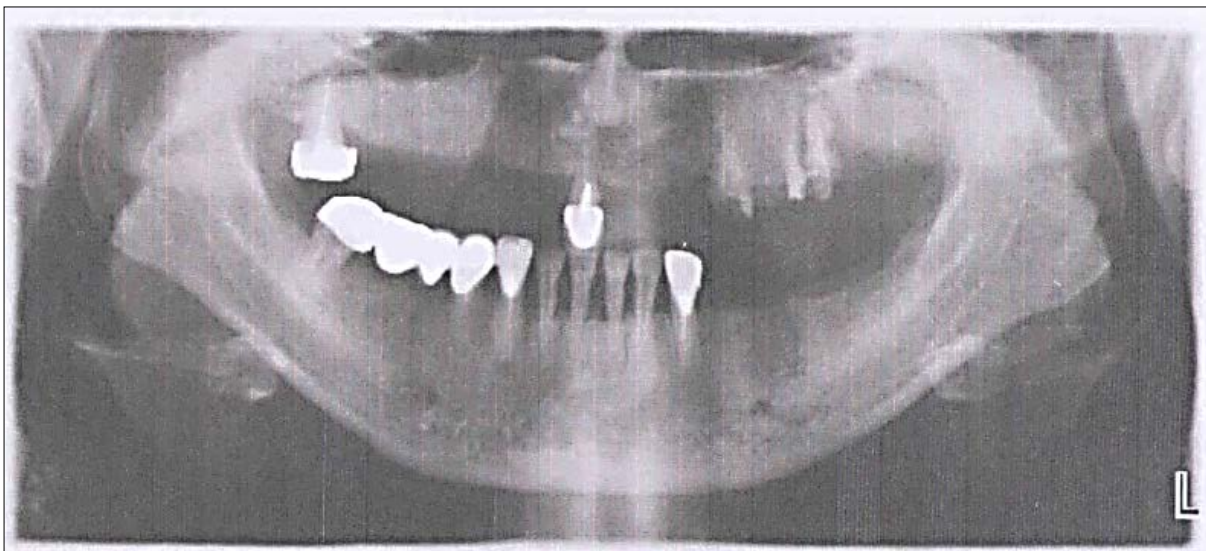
Рентгенологическая картина при генерализованном пародонтите тяжёлой степени тяжести на фоне метаболического синдрома.
